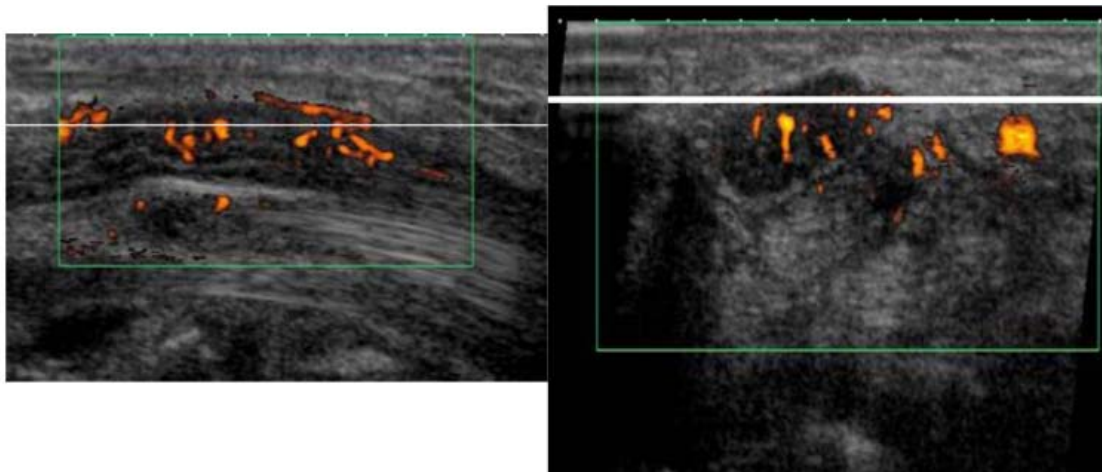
image d'échographie montrant une Hyperhémie, un signe à rechercher en amont du canal dans le nerf élargi [58].
